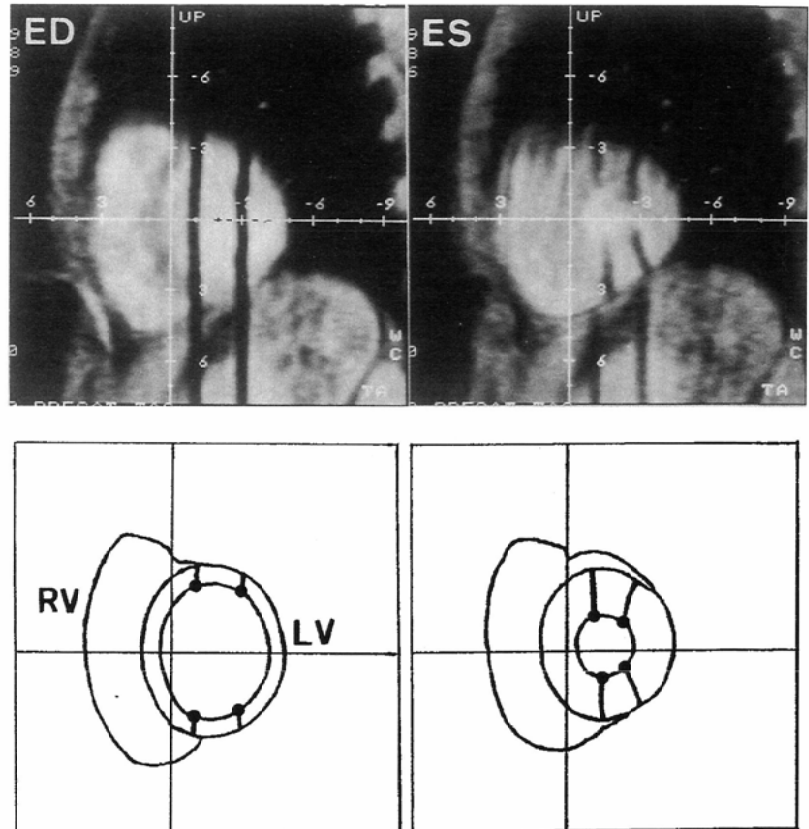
Original end-diastolic (ED) and end-systolic (ES) cine MR images with myocardial tag-lines in the left ventricular (LV) short-axis section, and traced images of those. Crossing points of tag-lines and LV endocardial contour (indicated by black dots) were used as references for regional wall motion analysis. RV: right ventricle
